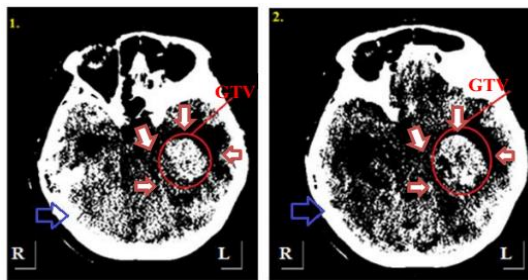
Rentang nilai  $B_{CT}$  tumor astrositoma pasien PX-1
